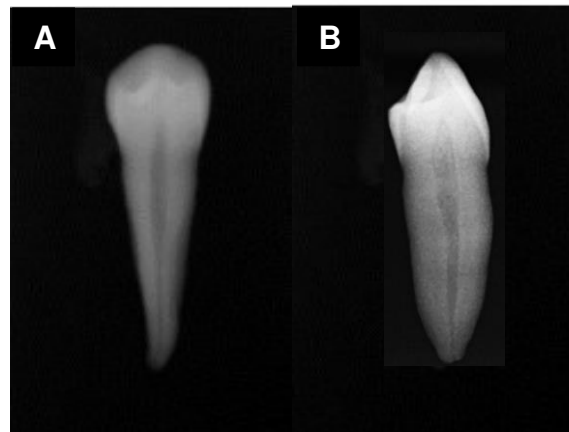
Radiografía previa para evaluar los criterios de inclusión y exclusión. (A) Sentido vestibulo-lingual, (B) Sentido mesio- distal.
